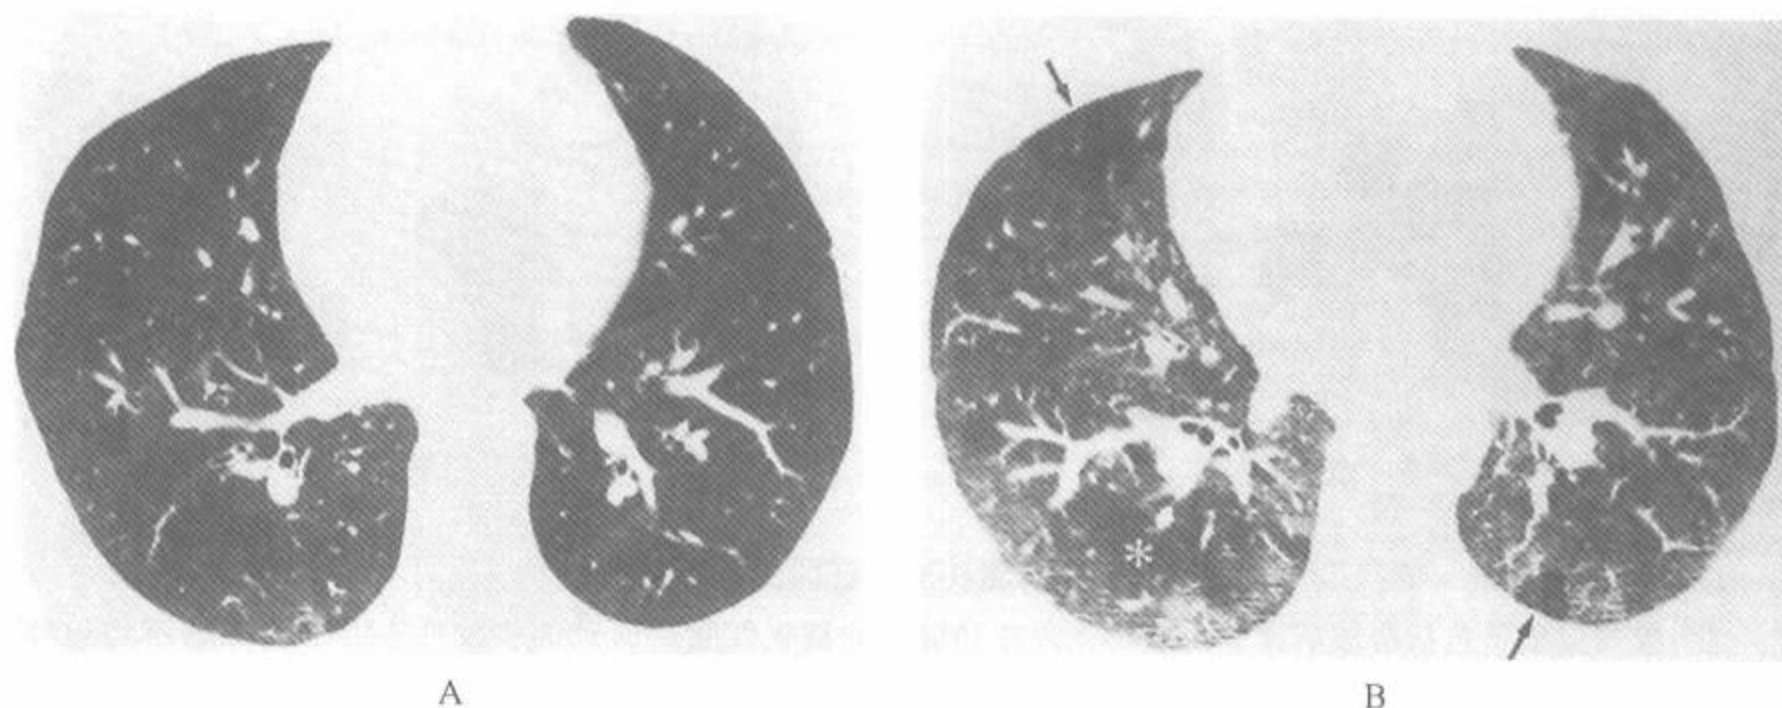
闭塞性细支气管炎病例的吸气和呼气后 HRCT
